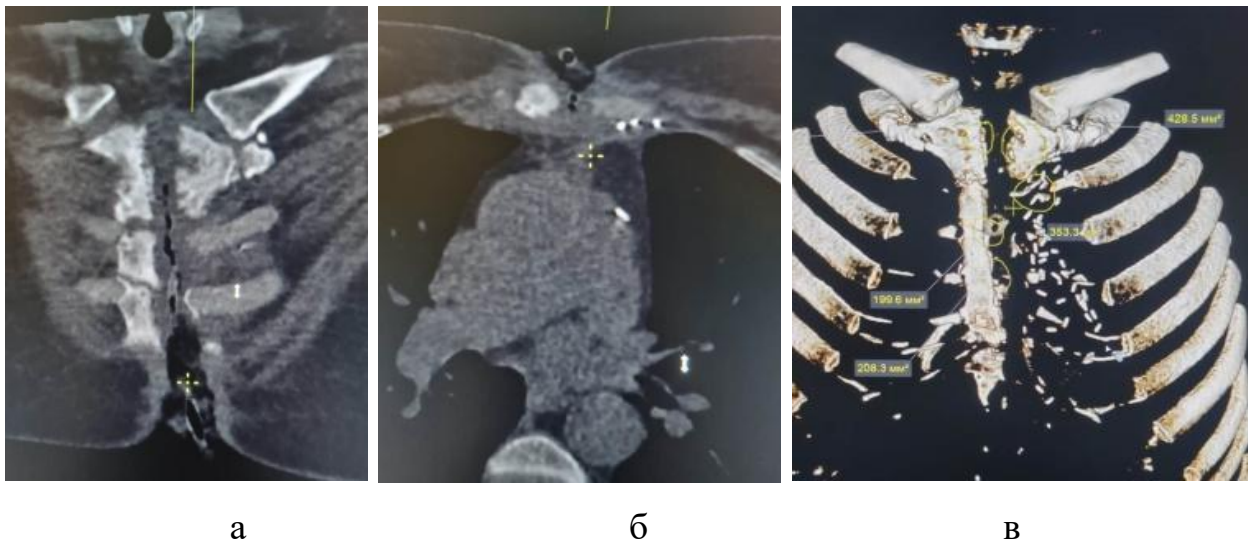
Фрагменты мультипланарной реконструкции КТ-исследования грудной клетки больной М, 69 лет.: а – коронарная плоскость; б - аксиальная плоскость; в - объёмная реконструкция грудины и грудинных концов рёбер
